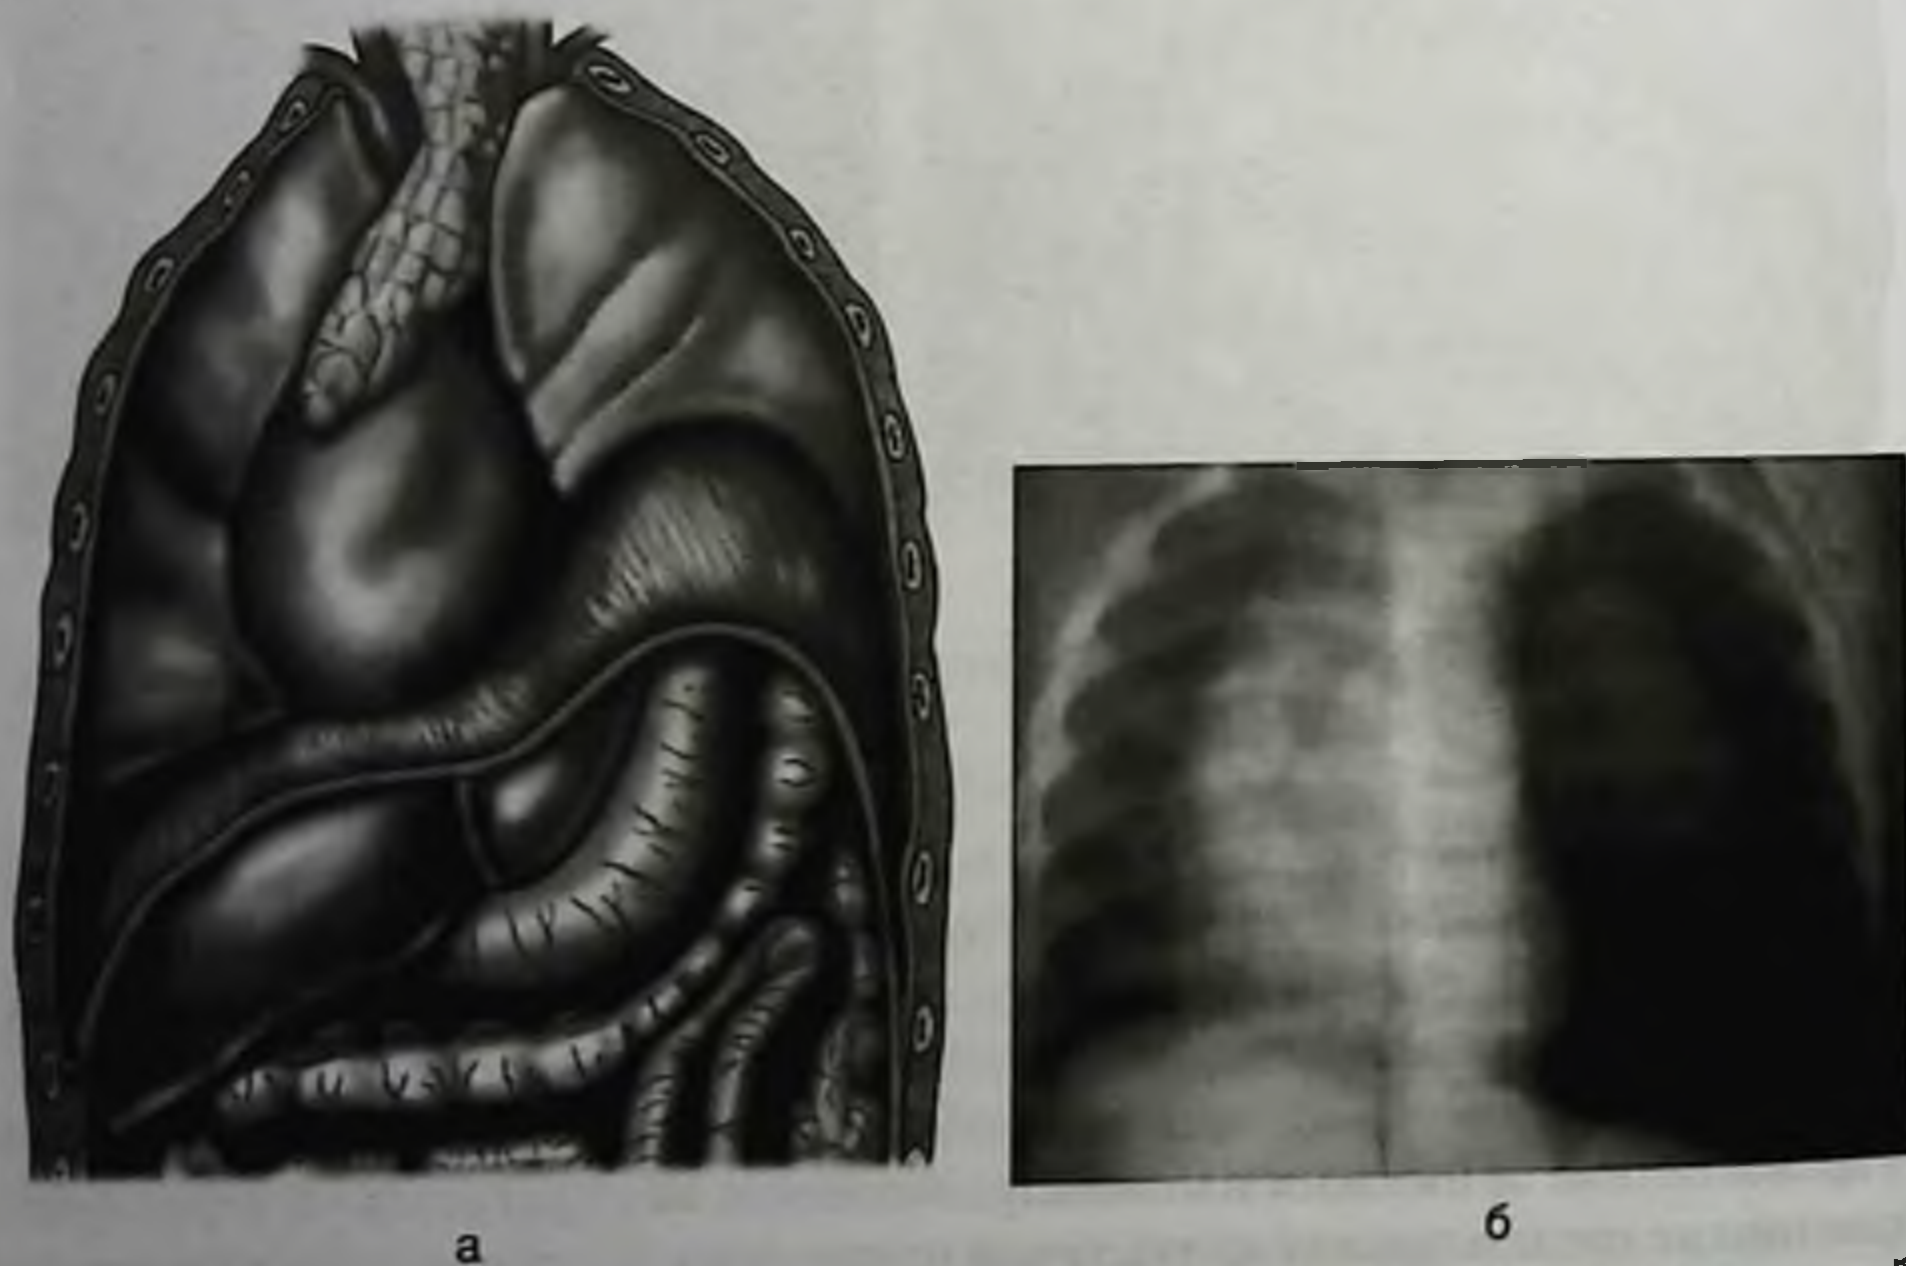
Левосторонняя истинная врожденная диафрагмальная грыжа: а — внешний вид; б — рентгенограмма
